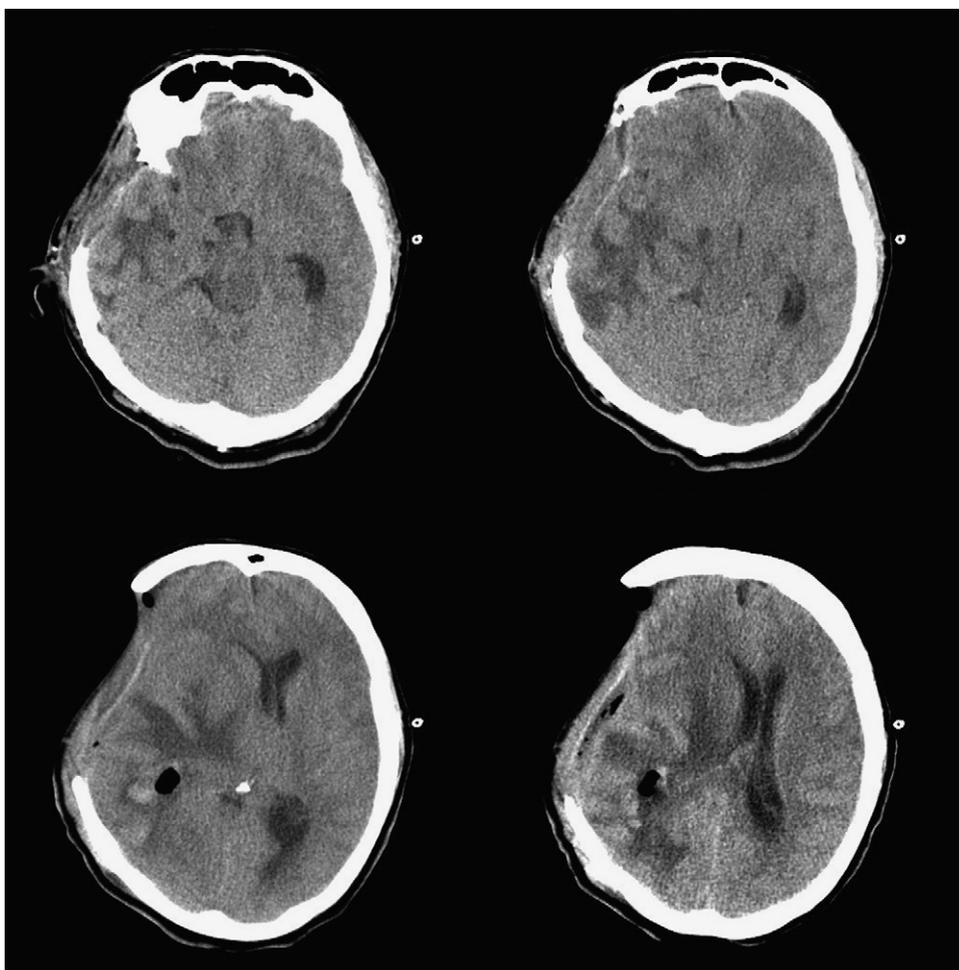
La tomografía computarizada muestra concavidad marcada del cerebro en el sitio de la craniectomía con desplazamiento de las estructuras de la línea media y pneumoencéfalo.
